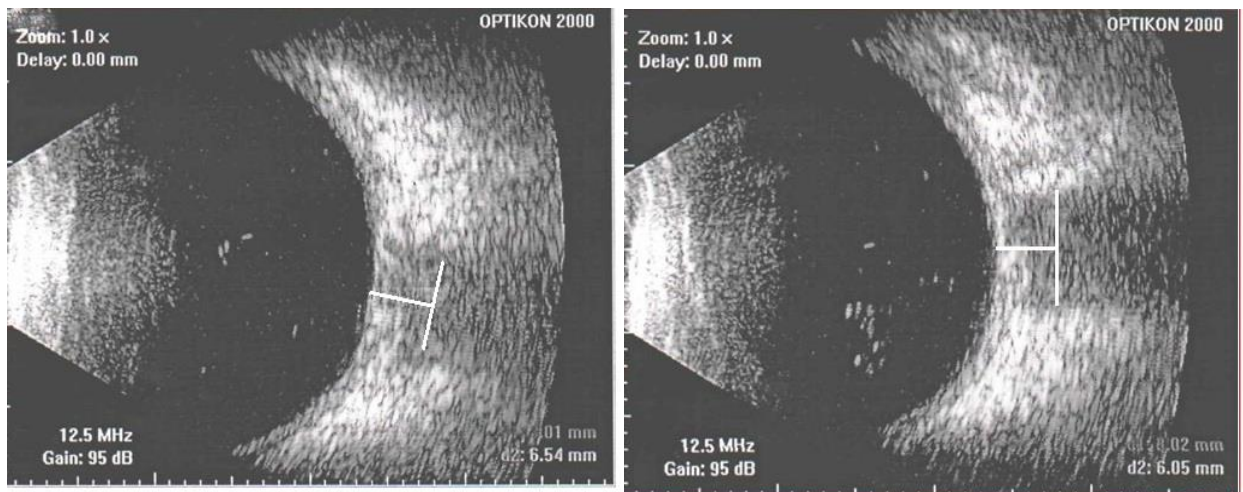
Данные УЗИ ретробульбарного отдела зрительного нерва : диаметр зрительного нерва травмированного правого глаза 6,54 мм и парного левого 6,05 мм. Пятый день после травмы.
